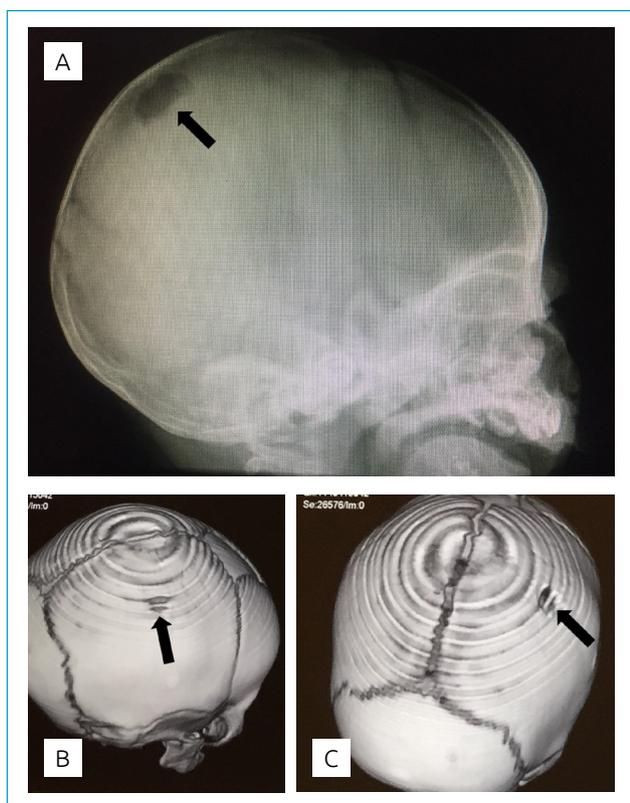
Imagens de raios-X (A) e tomografia computadorizada 3D (B e C) do crânio da criança com miíase. As imagens mostram lesões líticas no osso parietal, confirmando a osteomielite da superfície externa do osso craniano.
